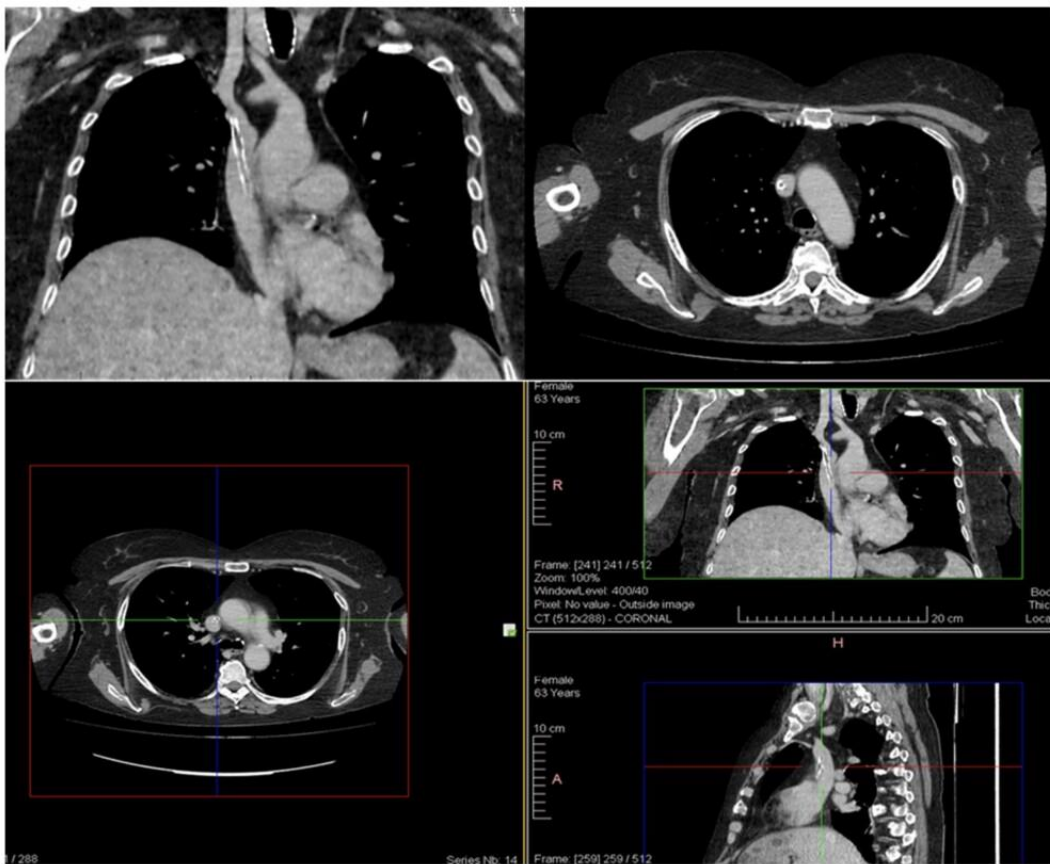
Immagini TAC. Si osserva nelle varie scansioni la presenza di una formazione tubulare a pareti calcifiche nel lume della cava superiore.
